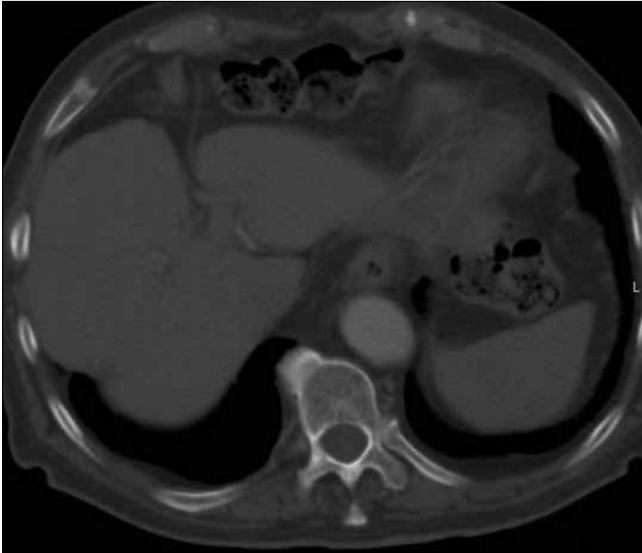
a-c. Kronik asbest maruziyeti olduğu bilinen olgunun PA akciğer grafisinde (a) bilateral amorf özellikle nonhomojen opasiteler izlenmektedir. Aynı hastanın İV kontrastlı aksiyel (b) ve koronal (c) BT kesitinde toraks yan duvarlarında ve diyafragmatik yüzdeki plevrada düzgün kenarlı kalsifiye asbest plakları izlenmektedir
